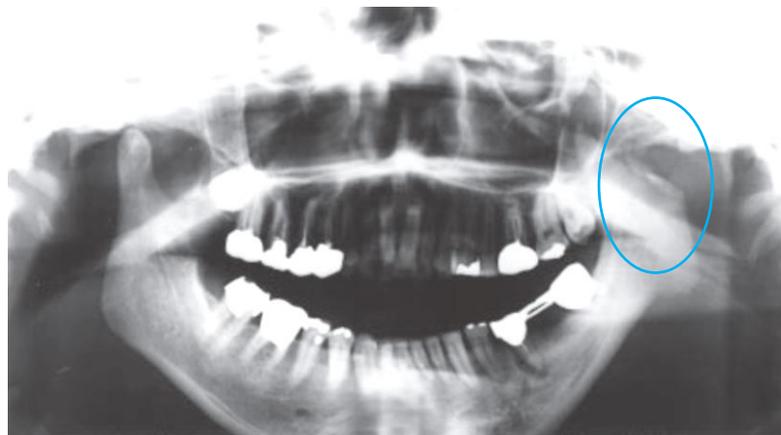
Ortopantomografía de Agenesia Condilar. Fuente 15
